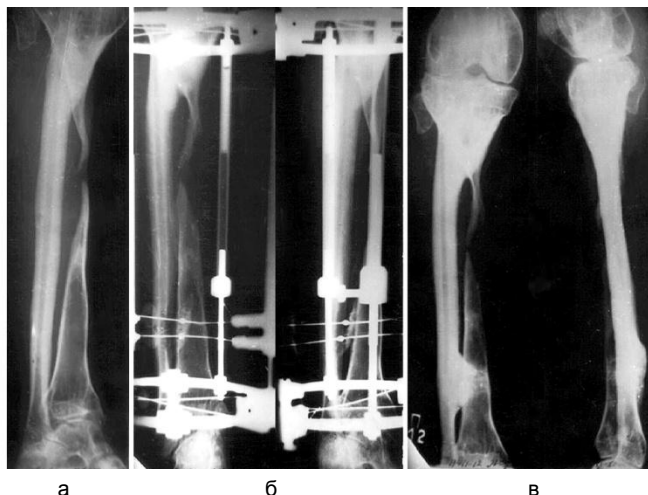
Рентгенограммы больной Ж., 23 лет: а – до лечения; б – в процессе синостозирования; в – результат межберцового синостозирования через 3 года
